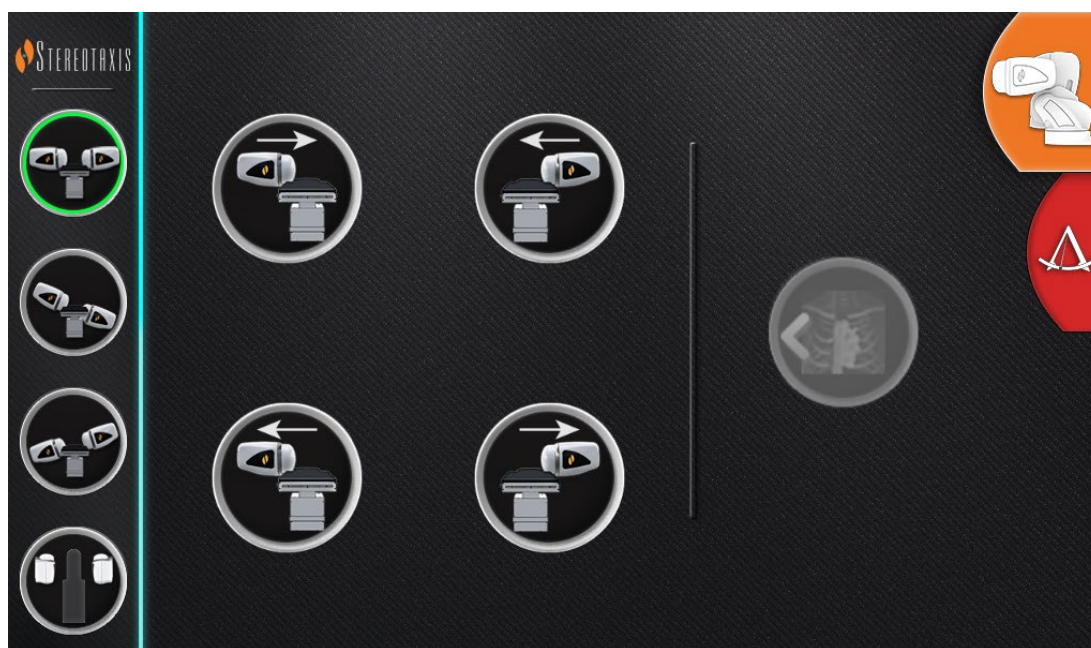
Ícone do *Genesis RMN* selecionado (direita), são apresentados mais botões do UTSC
